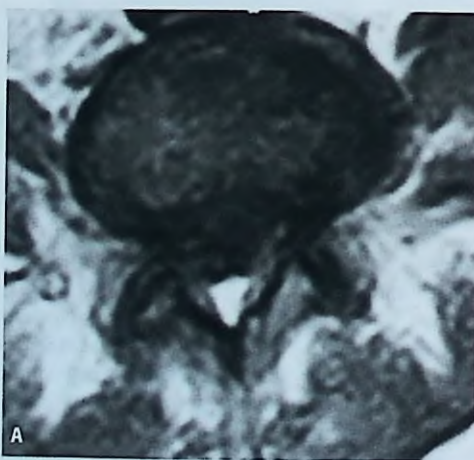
RM axial en T2 que muestra un canal estrecho lumbar central y lateral.
